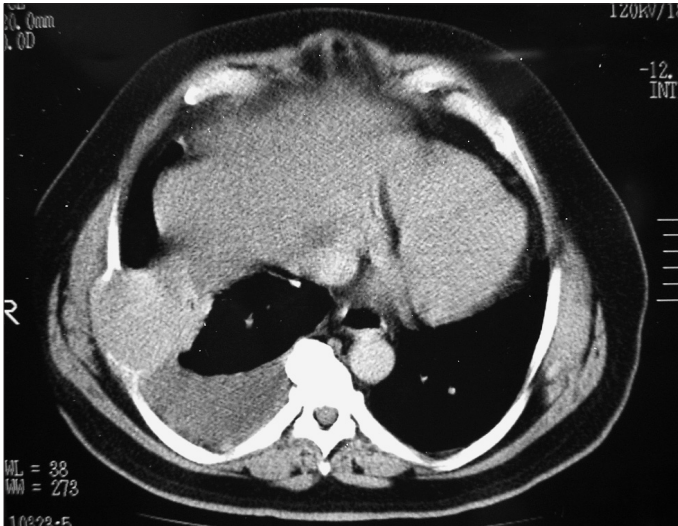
Bilgisayarlı tomografide göğüs duvarında sağ tarafta yer yer kalsifikasyon gösteren 18x15 cm ebadında kitle.
